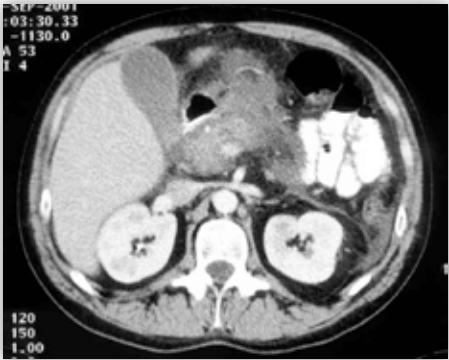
Imagen de una pancreatitis aguda obtenida por TC abdominal. Obsérvese el aumento difuso de la glándula pancreática con infiltración y desdibujamiento del plano graso peripancreático.
